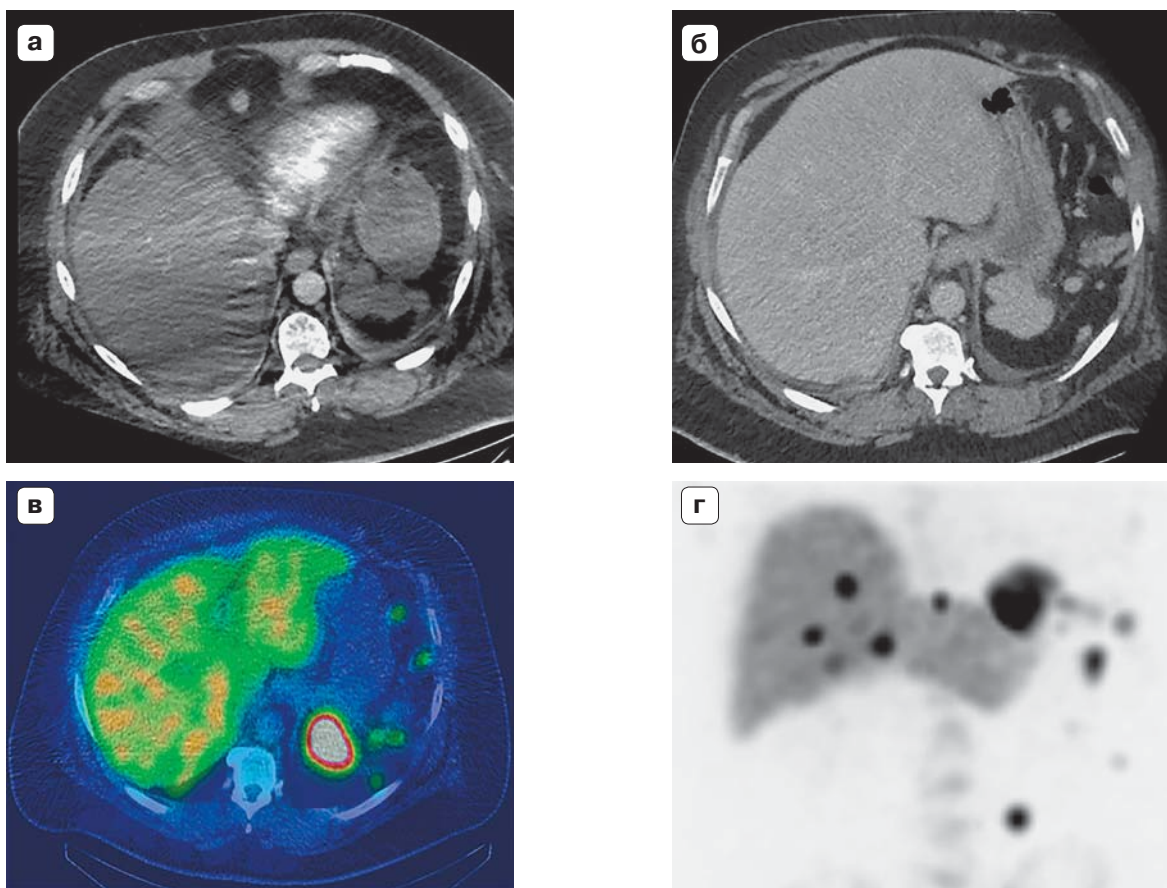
Диссеминированный абдоминальный спленоз (по L. Pichon и соавт., 2020 [22]). а – КТ-ангиография, артериальная фаза, на аксиальном срезе визуализируются очаговые образования в эпигастрии; б – то же, множественные очаги в брюшной полости. Сцинтиграфия с Tc^{99m} -DRBC с одновременной КТ (в) и фронтальная реконструкция (г) – зафиксированы множественные очаги поглощения радиоактивного контраста.
